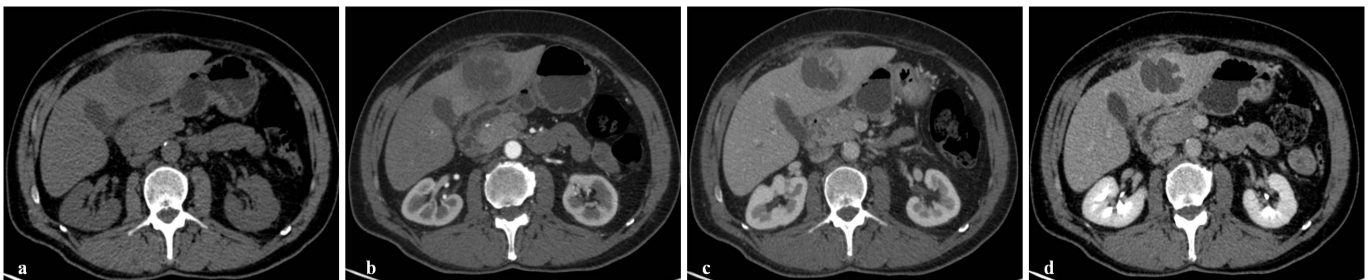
Paziente con ascesso epatico. L'esame TC mostra una formazione ipodensa, a densità sovrafluida in condizione di base (a), che mostra impregnazione periferica dopo somministrazione e.v. di mdc. La parete della lesione suddetta, presenta margini sfumati e mal definiti, specie nel versante anteriore, con debole enhancement nelle immagini ottenute dopo mdc. Fase arteriosa (b), portale (c) e tardiva (d).
